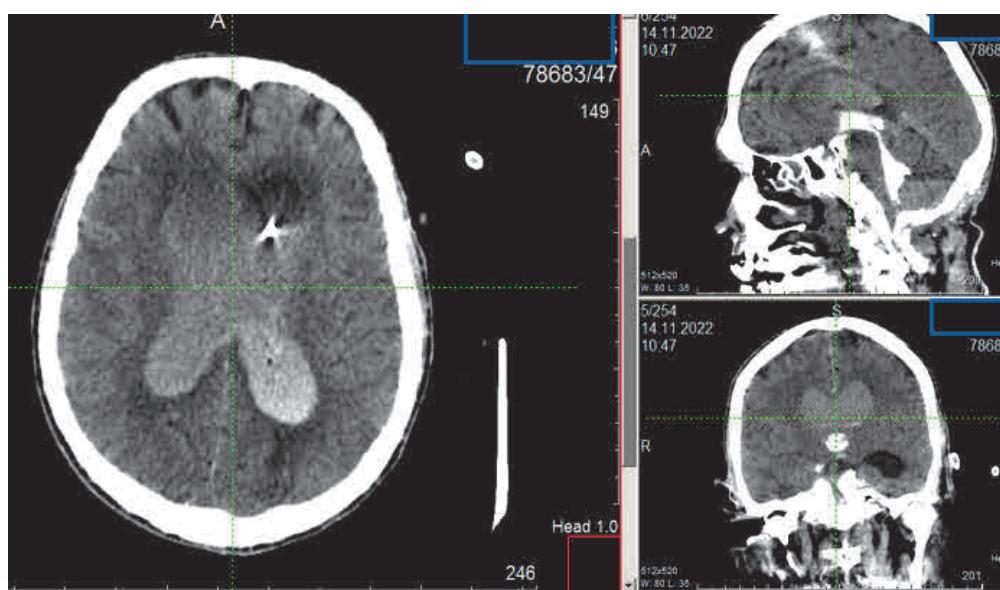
КТ головного пациента Н. (вентрикуломегалия с перивентрикулярным отеком)
